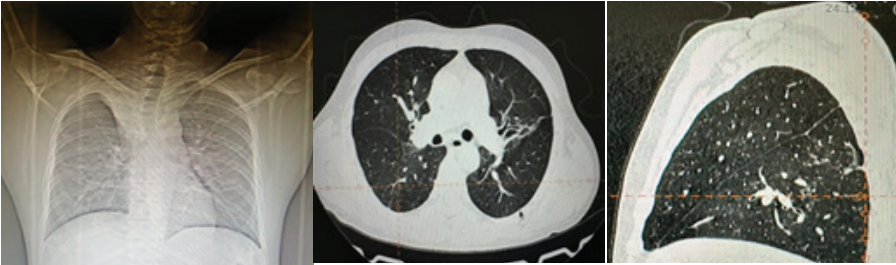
КТ органов грудной клетки от 15.04.2024
